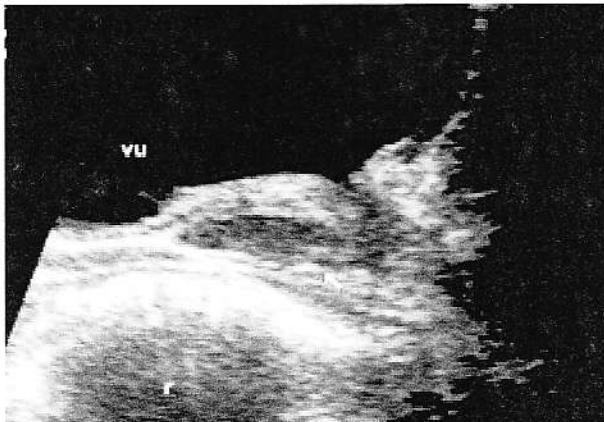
Explorarea ecografică a prostatei evidențiază abușarea atipică a ureterului unic în uretra prostatică.(vu - vezica urinara, r - ampula rectală).
